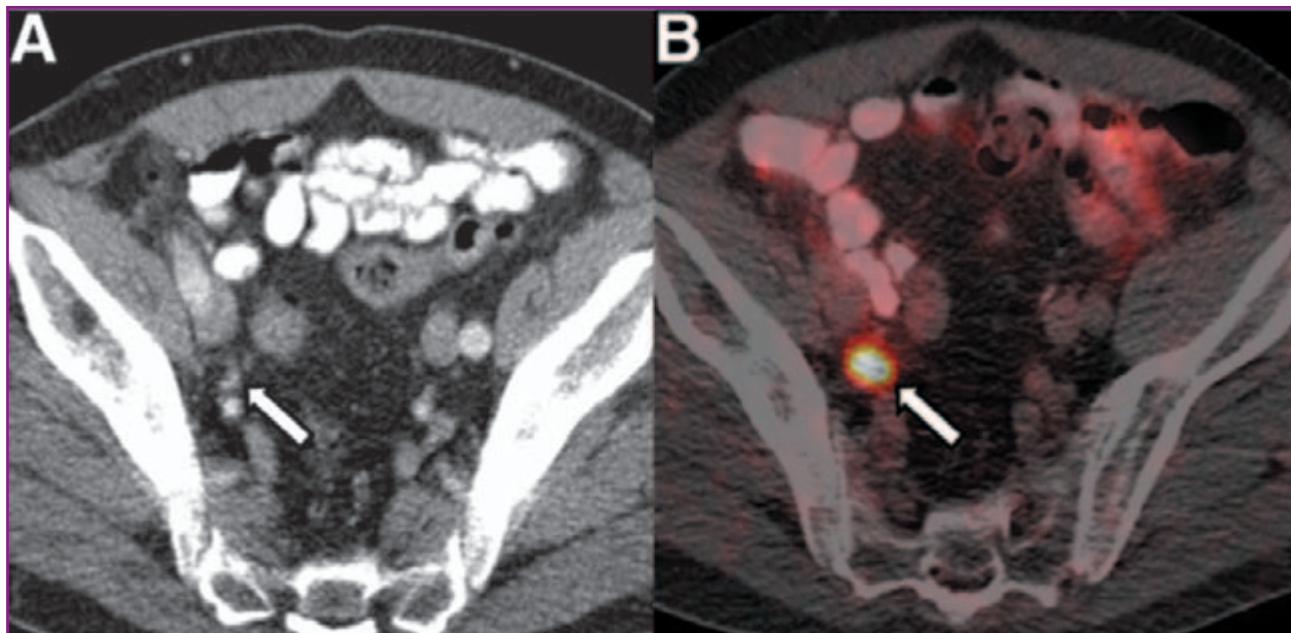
Пацієнт Т., 68 р., хворий на РПЗ (за шкалою Глісона 3 + 4), після радикальної простатектомії (11 років тому). ПСА на момент візуалізації становив 1,4 нг/мл. А: на КТ даних про залучення в пухлинний процес клубових ЛВ не виявлено. В: за даними ПЕТ/КТ із ^{68}Ga -ПСМА, вогнищеве включення радіомаркера в праву зовнішню клубову ділянку (позначено стрілкою), що відповідає проекції екстернального клубового ЛВ (метастатичне ураження, що було підтверджено при виконанні подальшої ексцизійної біопсії) (Afshar-Oromieh A. et al., 2014)
